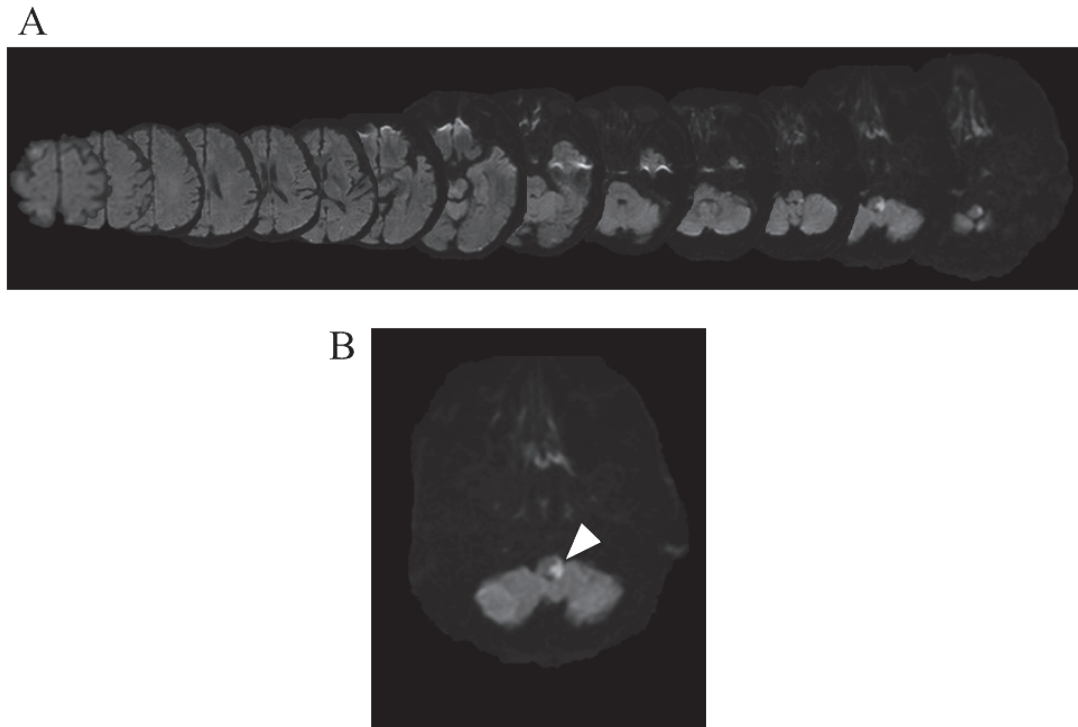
当院搬送時のMRI画像 (Diffusion Weighted Image ; DWI)
